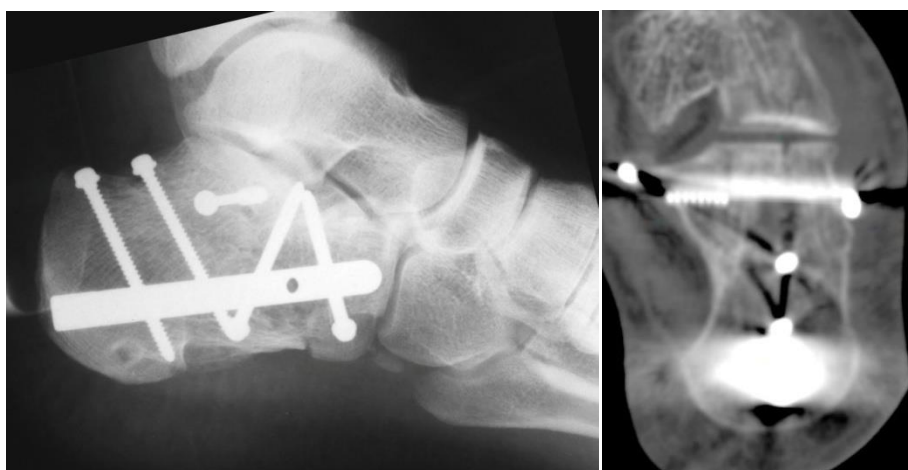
Рентгенологическая и КТ-картина после репозиции и фиксации у того же пациента.
